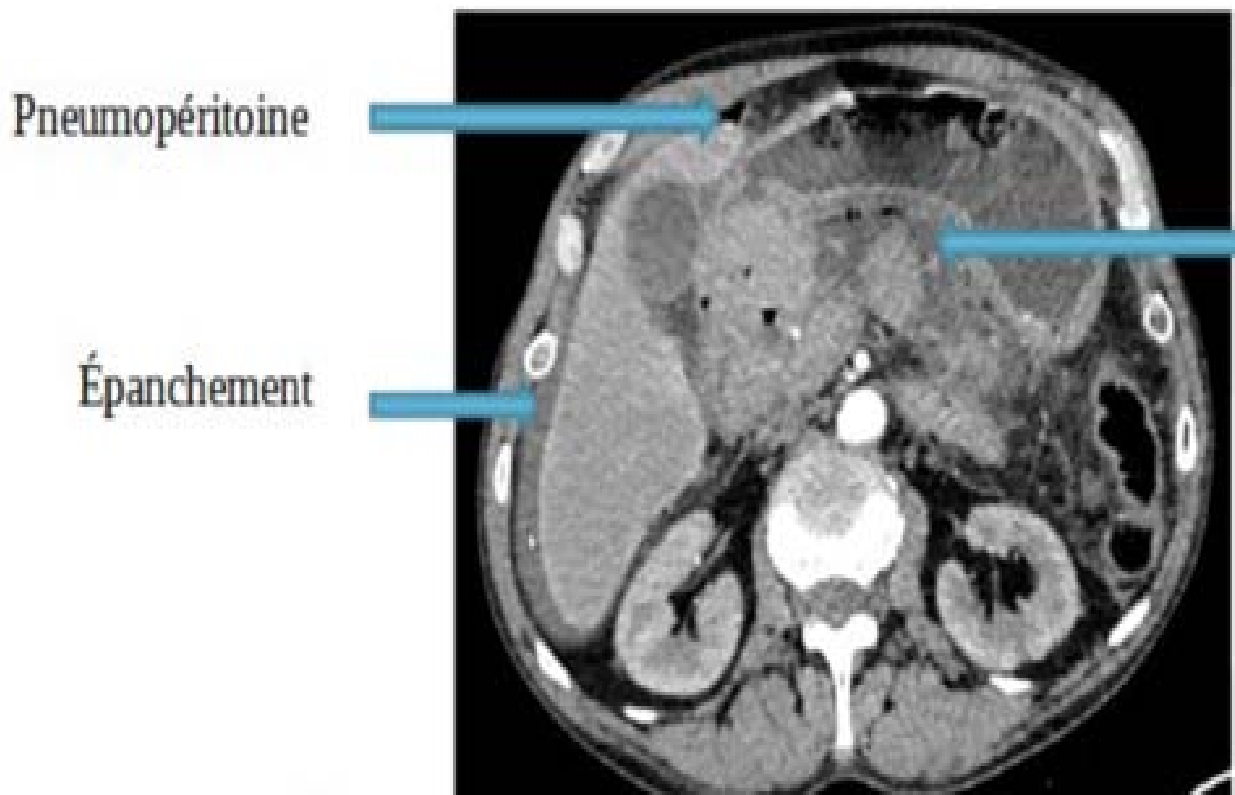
TDM montrant un épanchement péritonéal de moyenne abondance avec un pneumopéritoine chez 1 de nos malades.
